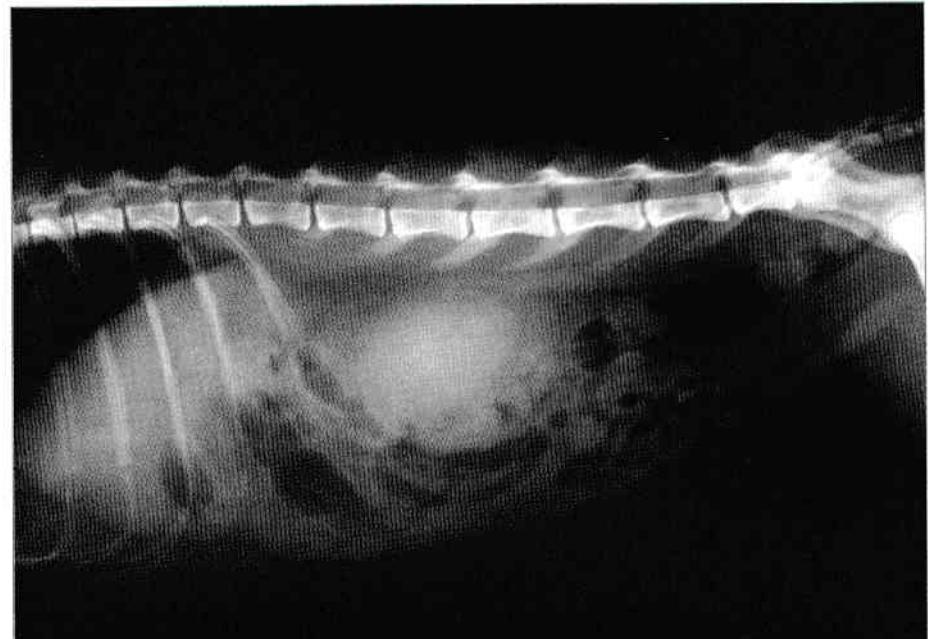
Radiografie în incidentă laterală a abdomenului la o pisică. Radiografia simplă pune în evidență un rinichi stâng anormal de mare.
